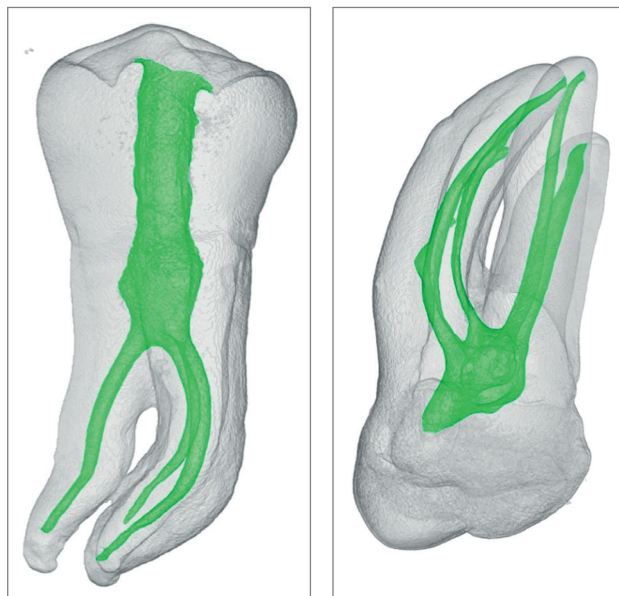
Primer premolar inferior con tres conductos radiculares (2 mesiales y 1 distal). Reconstrucción 3D por microtomografía computarizada. Cortesía: Angelo Torres (Facultad de Odontología de Ribeirão Preto - Universidad de São Paulo).
